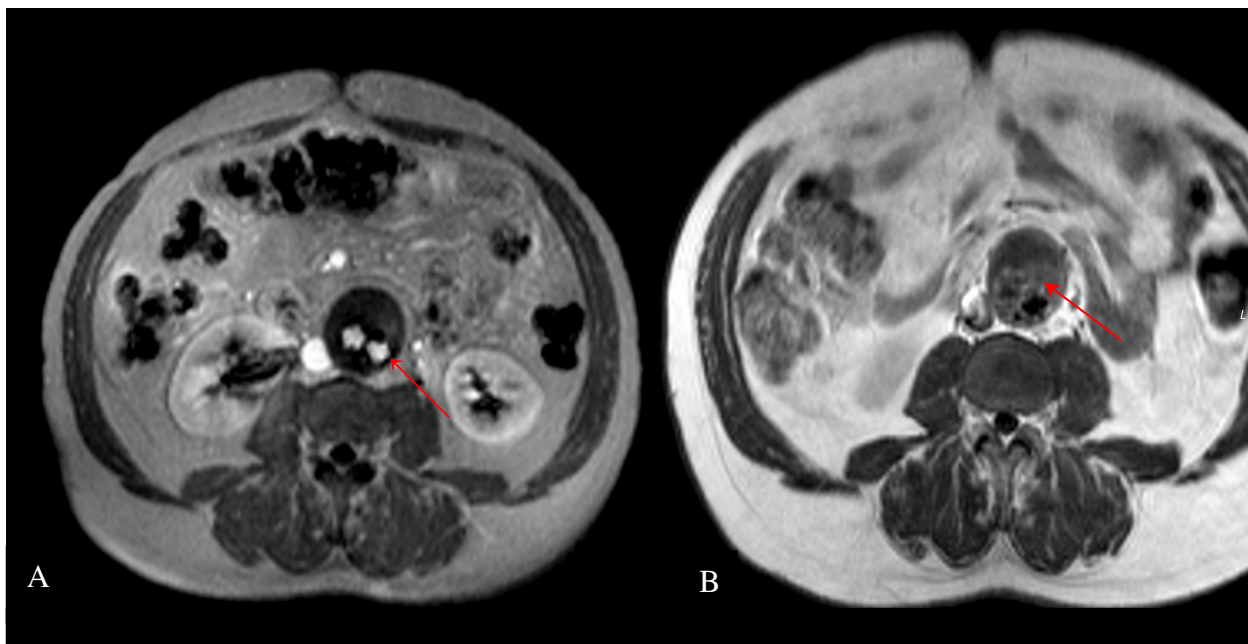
A: angiorressonância correspondendo a T1 imediatamente após injeção de contraste, sinal hiperintenso no interior da endoprótese (seta) ; B: angiorressonância 60 minutos após a injeção de contraste, seta indicando sinal intenso correspondendo a trombo mural.
